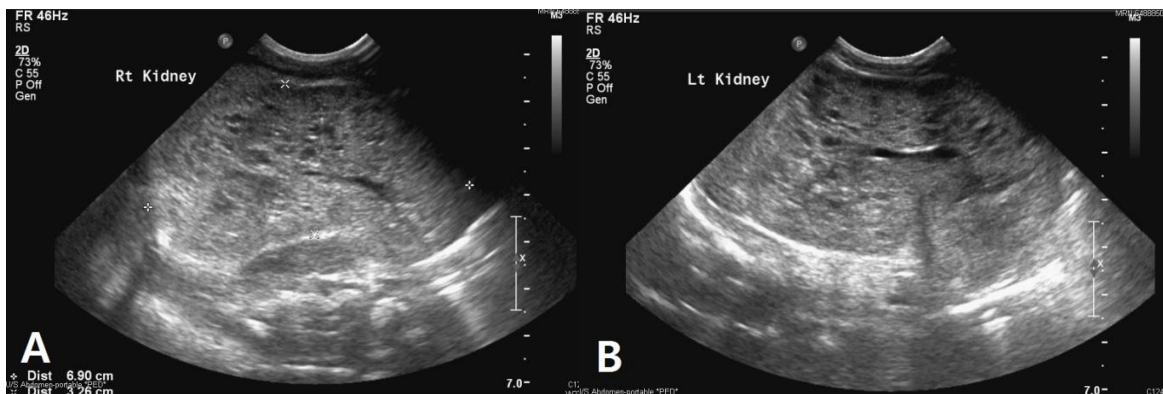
(A, B) Both kidneys are enlarged and cystic in the abdominal ultrasonography.
